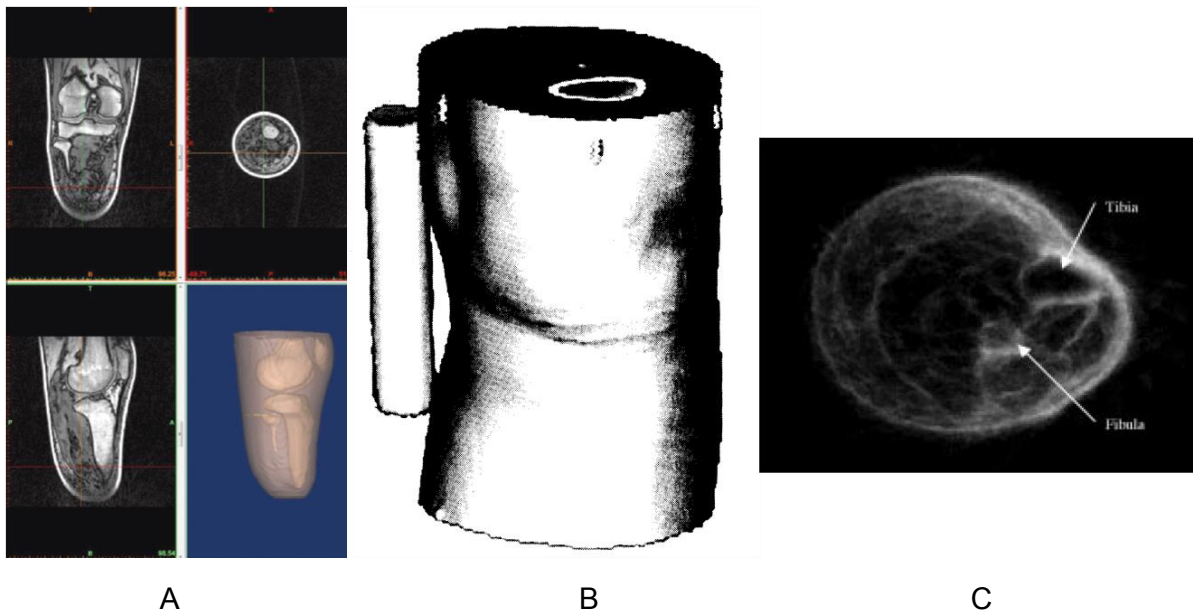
Exemples de géométries du membre amputé - A/Reconstruction par IRM [Sengeh 13] B/Reconstruction par tomodensitométrie [Smith 95] C/ Utilisation des ultrasons [Douglas 02].
